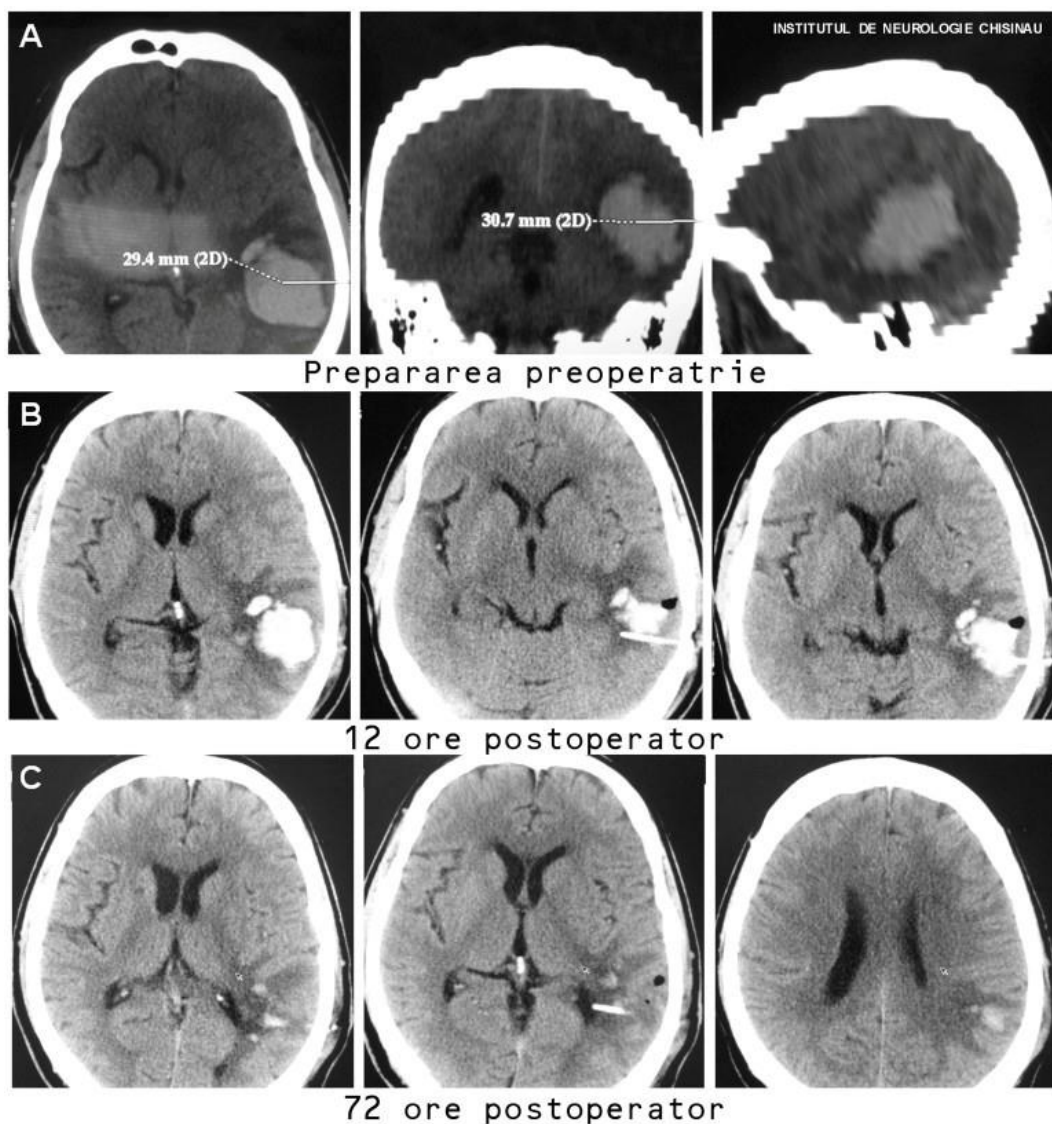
HICS supratentorial în emisfera cerebrală stângă tratat prin metoda puncției și aspirației cu aplicarea fibrinolizei locale. A - calculul computerizat al traseului pentru accesarea hematomului în baza CT cerebrale. B, C - evoluție în dinamică la 12 și 72 ore demonstrând evacuarea treptată a hematomului.
